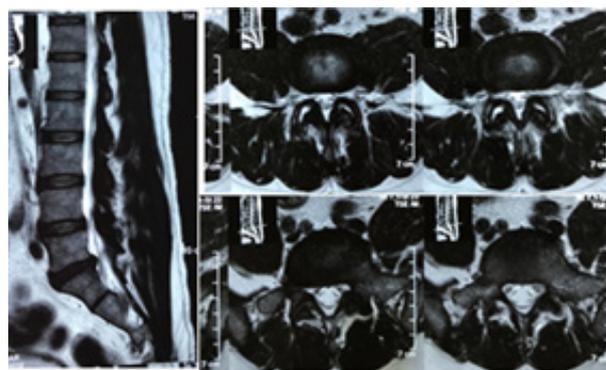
RMN muestra Hernia de disco lumbar a nivel de L4-L5.
